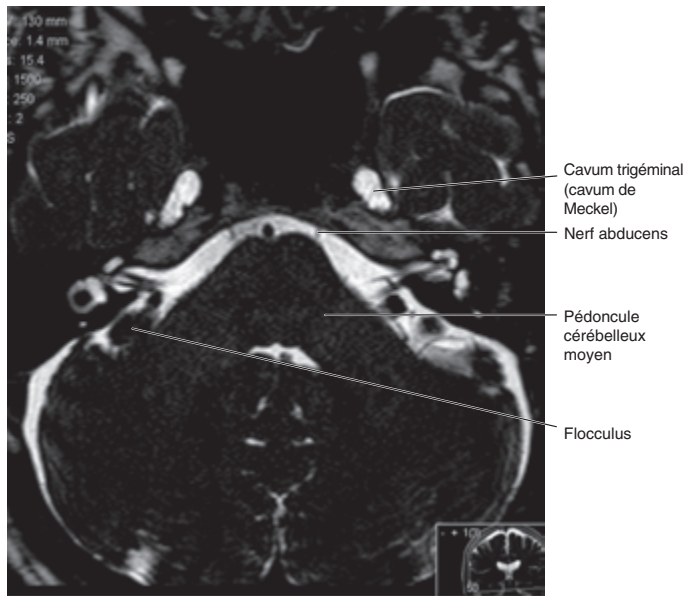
IRM, coupe transversale, pondération T2. (A) Le nerf abducens (NC VI).
